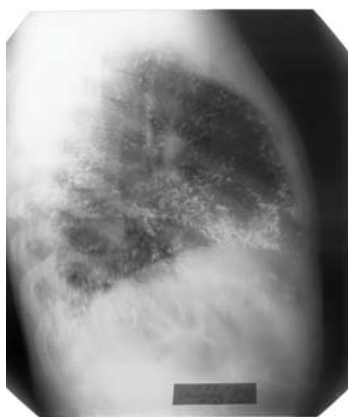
Radiografia toracelui în incidență laterală dreaptă a pacientului F.
